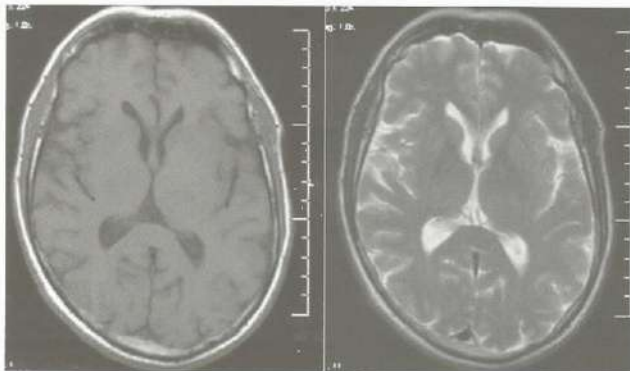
RM do crânio no plano axial ponderada em T1 e em T2. Observar que em T1 o liquor (no sistema ventricular) é preto, ou seja, hipointenso, e em T2 é branco (hiperintenso).
